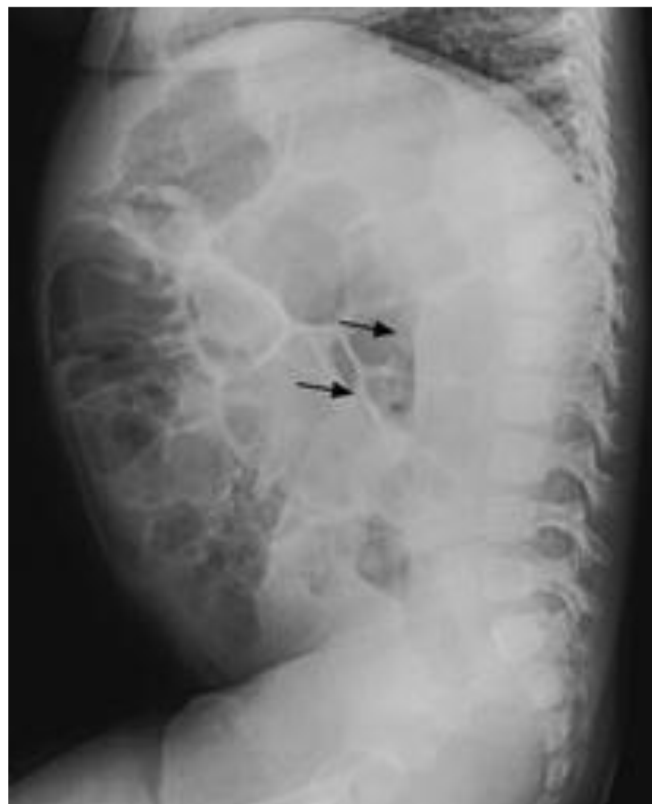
Radiographie de l'abdomen sans préparation de profil couché : présence de fines calcifications et d'une opacité prérachidienne [95].
